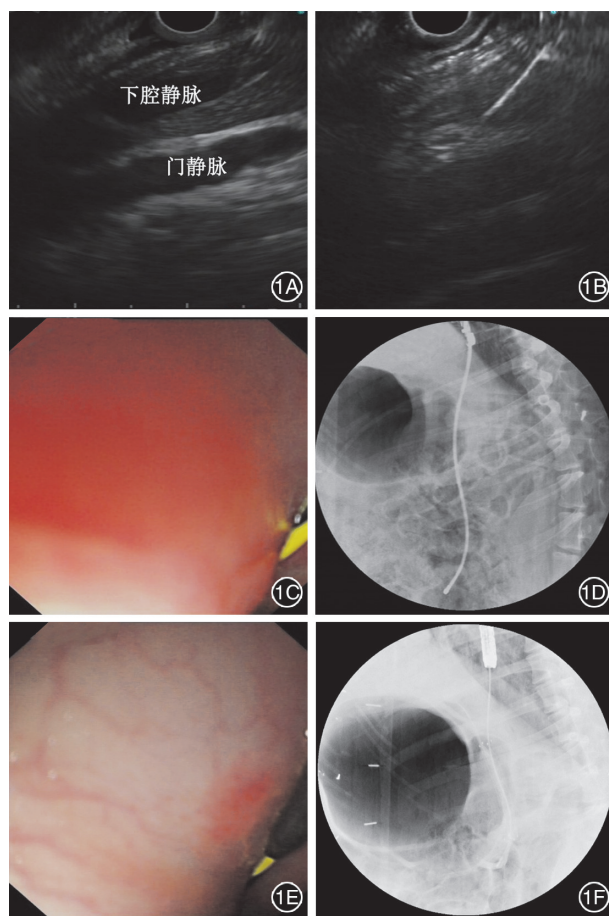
内镜超声引导下肝内门体分流术过程 1A:同一平面显示门静脉和下腔静脉;1B:同时穿刺门静脉和下腔静脉;1C:穿刺置入导丝;1D:X 线下显示导丝连通下腔静脉及门静脉;1E:扩张穿刺道;1F:支架释放完毕
